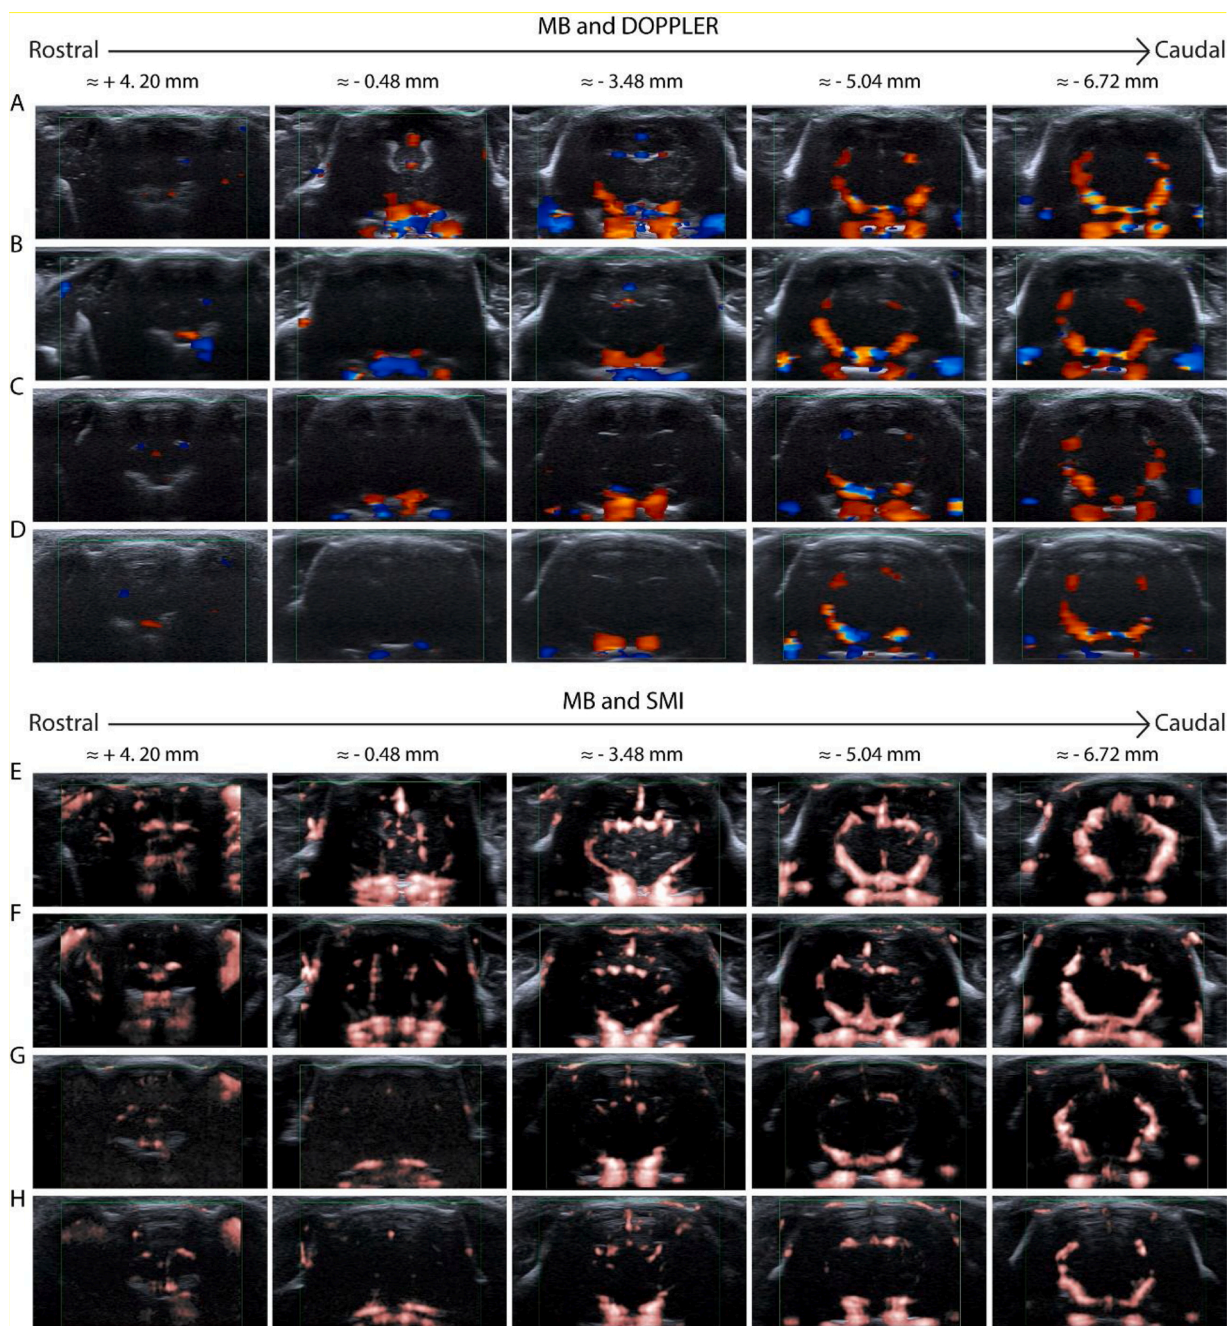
Blood flow images by US with MB. Cerebral arteries visualization from anterior to posterior by Doppler (upper panel) and SMI (lower panel). The representative images are in coronal sections of the brain obtained through the total craniotomy (A and E), delimited craniotomy (B and F), on the skull (C and G) and on the skin (D and E).
